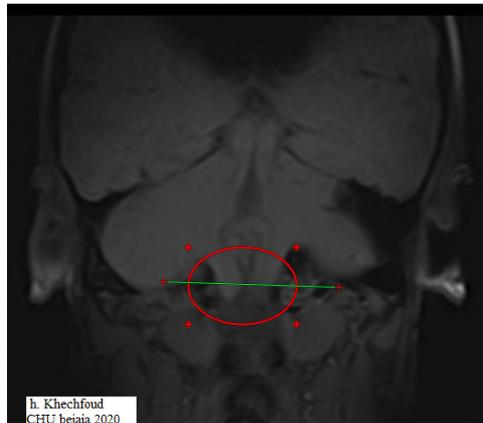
IRM en coupe coronale montre l'asymétrie de la descente des tonsilles cérébelleuse .
